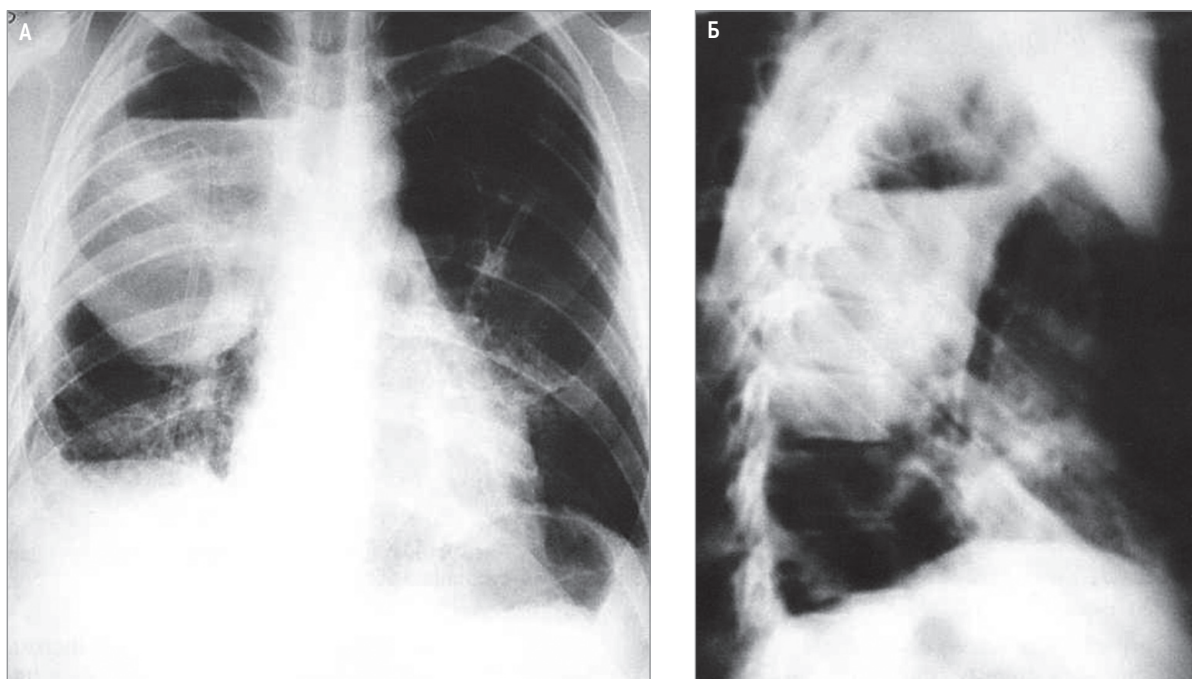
Острый абсцесс верхней доли правого легкого: А – рентгенограмма в прямой проекции; Б – в боковой проекции
